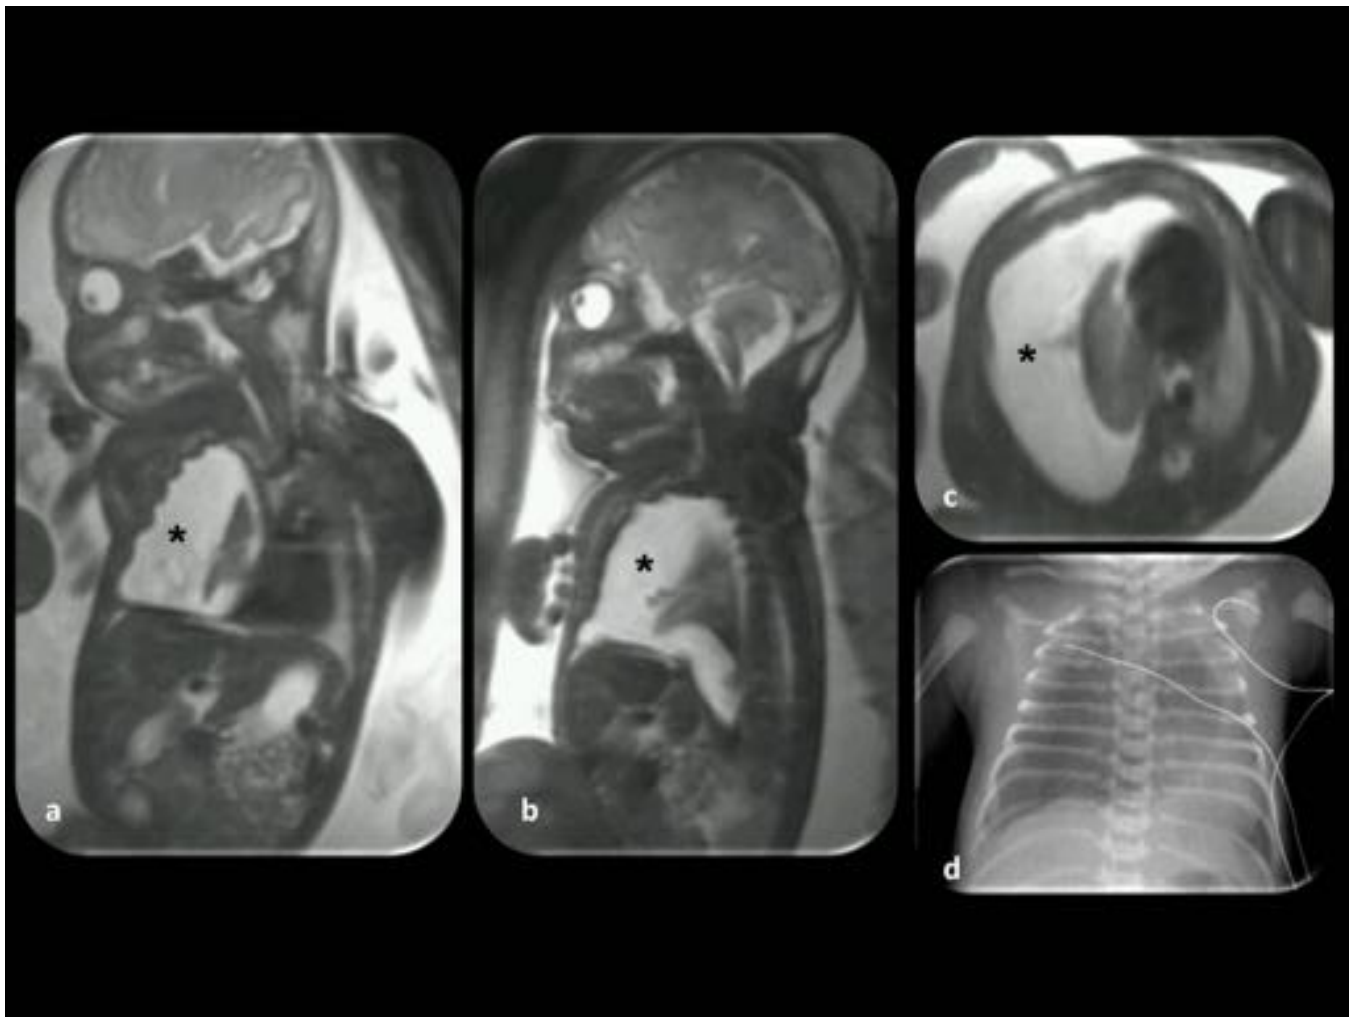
Quilotórax. Feto de 34 semanas de gestación. (a, b y c) Imágenes RM coronal, sagital y axial fetales: hidrotórax derecho (asterisco); el pulmón derecho está comprimido y el mediastino se encuentra ligeramente desplazado a la izquierda. El hidrotórax se drenó por punción intrauterina antes del parto. (d) Placa de tórax después del nacimiento: neumotórax derecho, posiblemente relacionado con la punción intrauterina. Este caso evolucionó satisfactoriamente.
